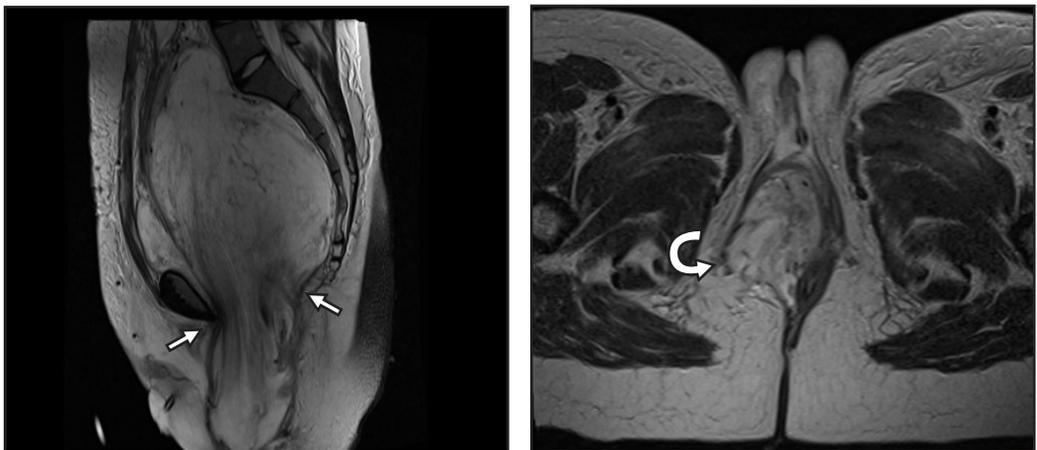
IRM en corte parasagital (izquierda) en secuencia T2, donde se visualiza voluminosa masa con abombamiento del suelo pélvico (flechas). IRM corte axial (derecha) en secuencia T2, la tumoración llega hasta fosa isquioanal, protruyendo a través de la misma y exteriorizándose en el labio mayor a derecha (flechas curvas).
